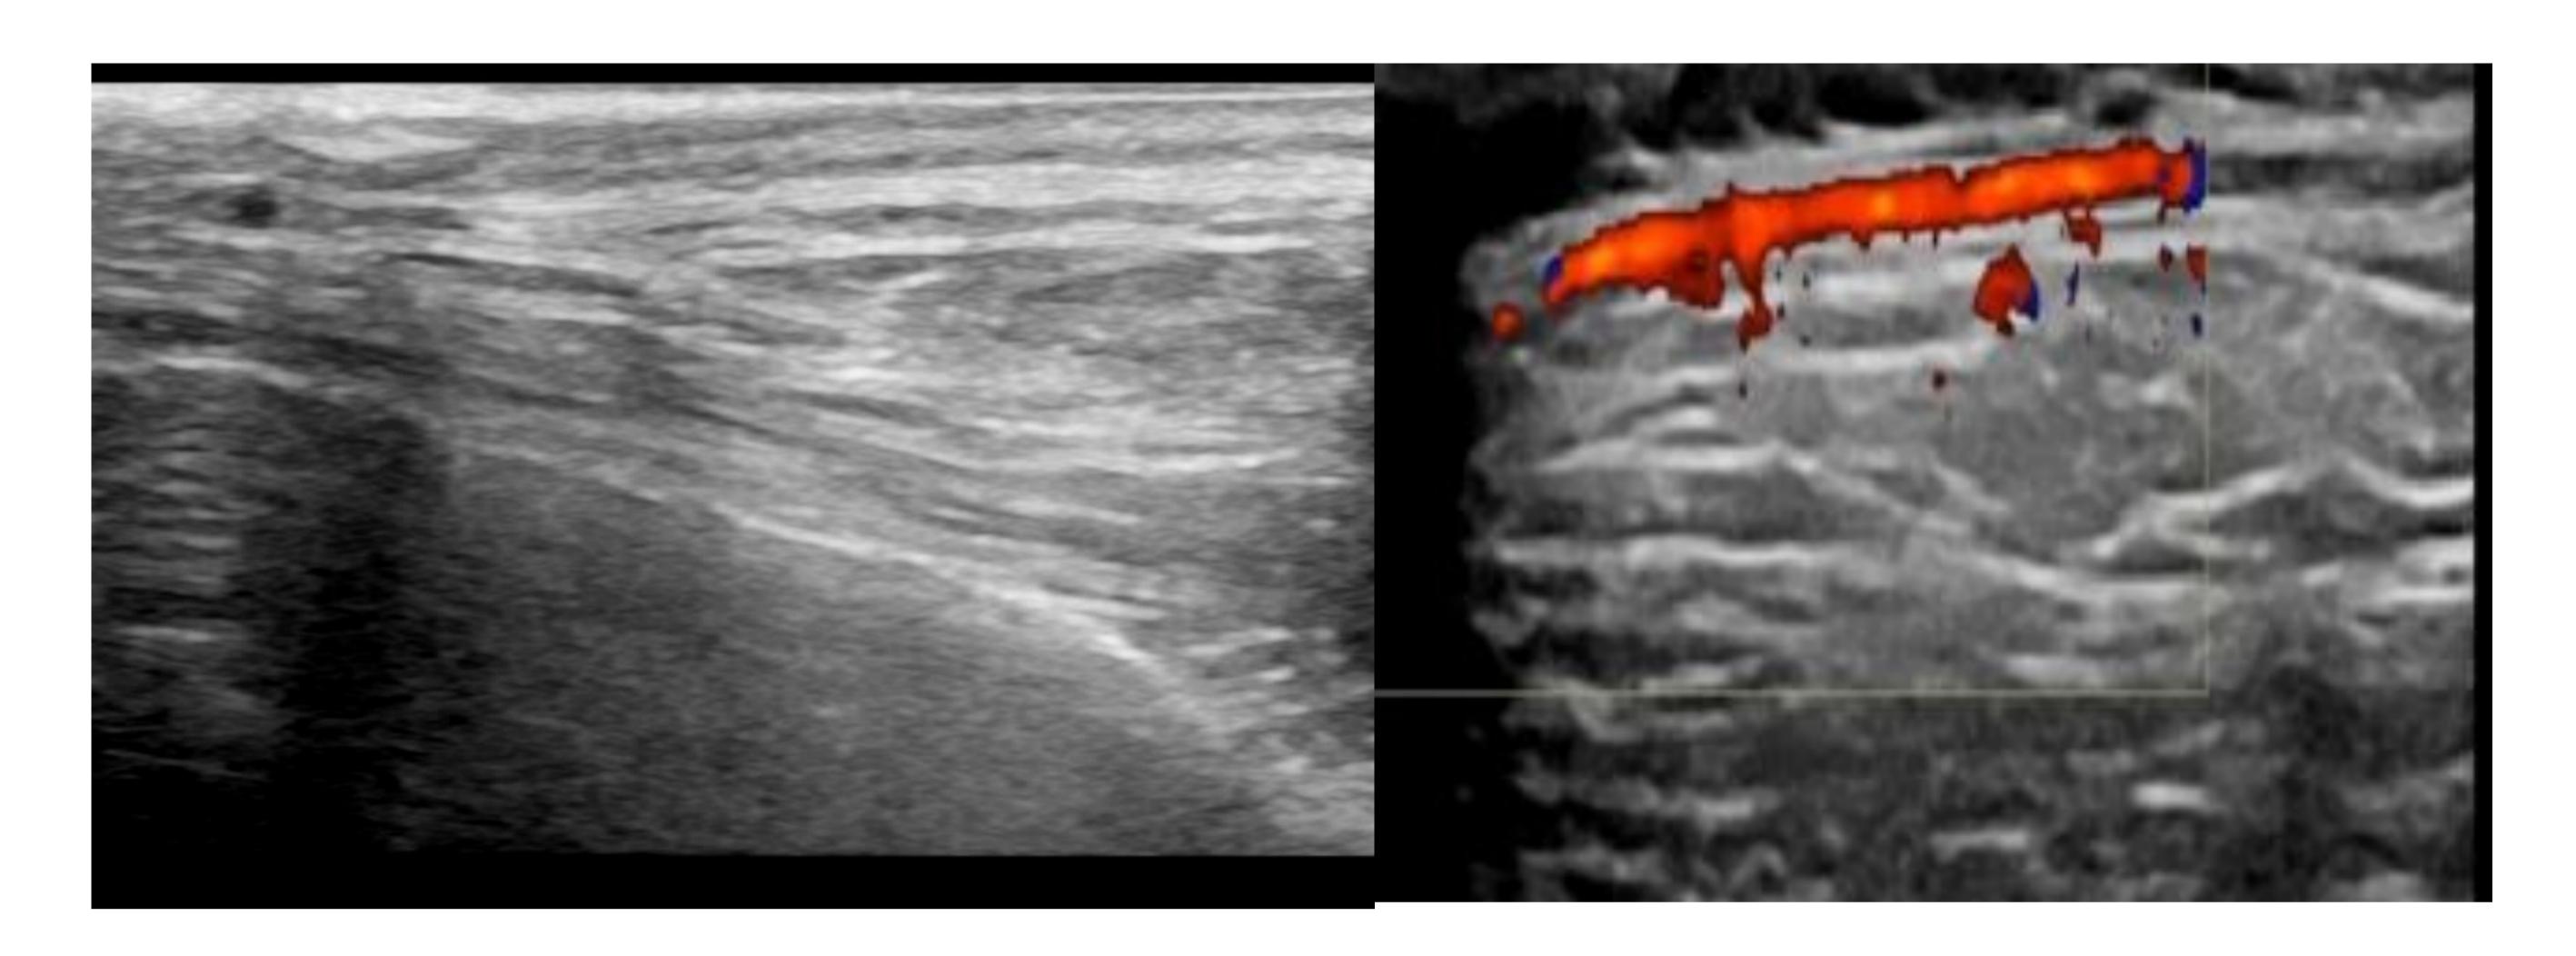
Arteria Temporal Superficial visualizada por ecografía
